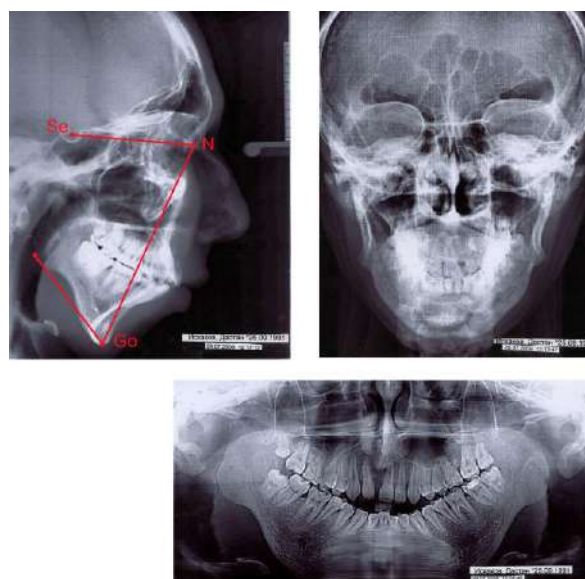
Показатели цефалометрии и ортопантомографии челюстных костей.
